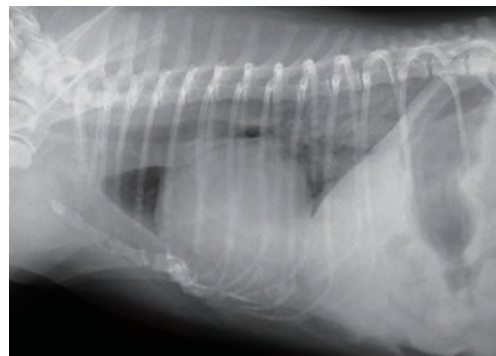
症例8の胸部X線検査側面像。吸気時。心陰影の拡大（VHS11.5）と後肺野中心に肺泡浸潤陰影が認められた
